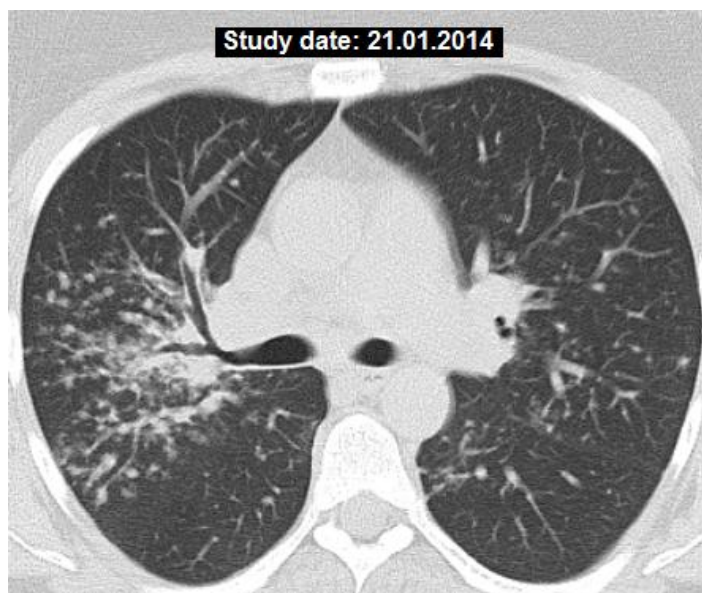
КТ хворої Л., саркоїдоз органів дихання II стадії: рясна дрібновузликова дисемінація з розподілом вздовж бронхів і судин переважно у правій легені.
